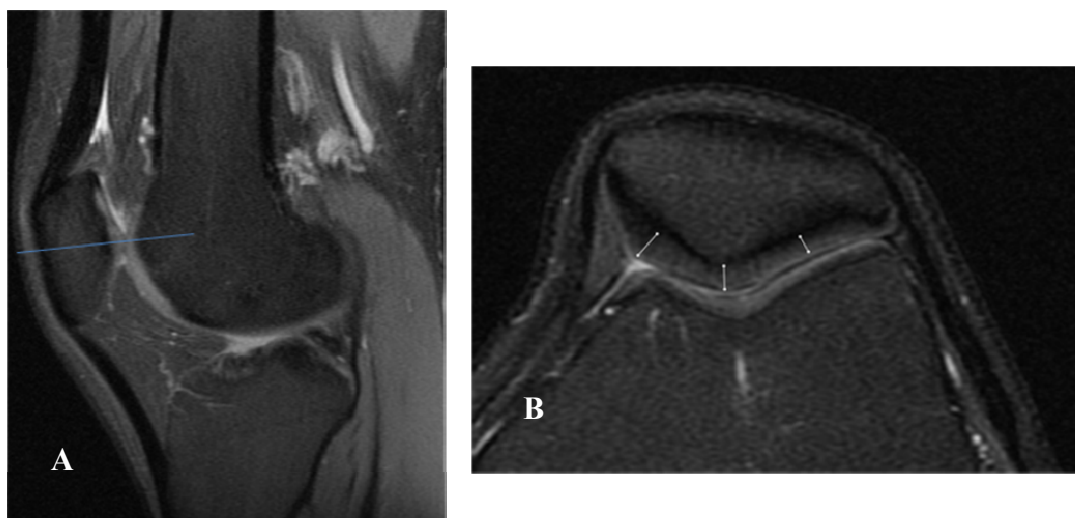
Exemplo do corte da Ressonância Magnética por Imagem espessura condral da patela: A) nível do corte; B) lado medial (Med), no vértice (Ver) e lado lateral (lat).
